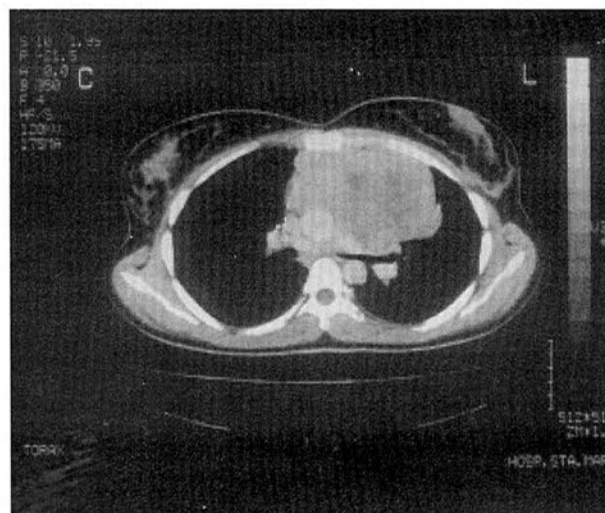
TAC torácica : tumor do mediastino anterior com zonas de necrose
